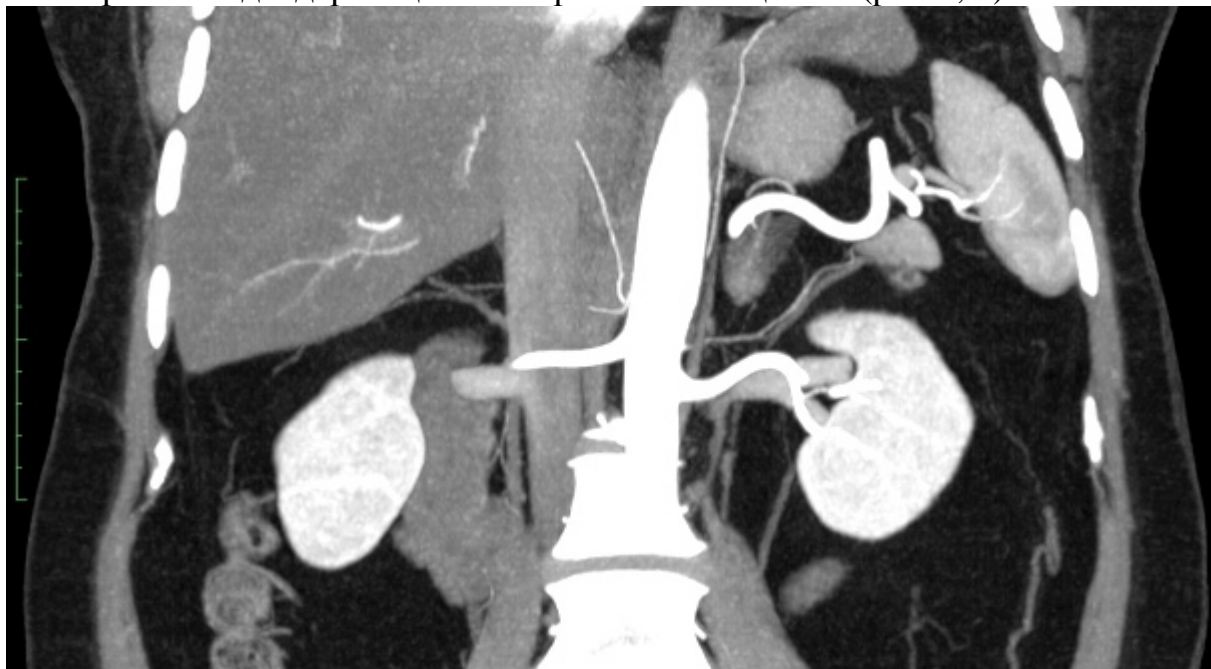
Компьютерная томограмма в корональной плоскости. Артериальная фаза в проекциях максимальной интенсивности: толщина 10 мм
